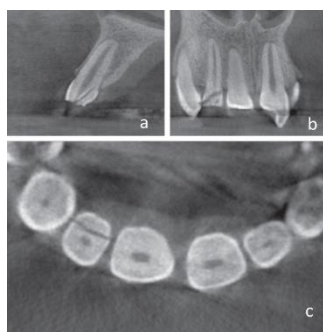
Fracture coronaire compliquée de l'incisive centrale et latérale du maxillaire droit et de l'incisive centrale du maxillaire gauche (même cas que la figure 3-33). Tomographie à faisceau conique démontrant une FCR supplémentaire sur l'incisive latérale du maxillaire droit qui n'était pas visible sur les RX périapicales (Dr Nestor Cohenca).
